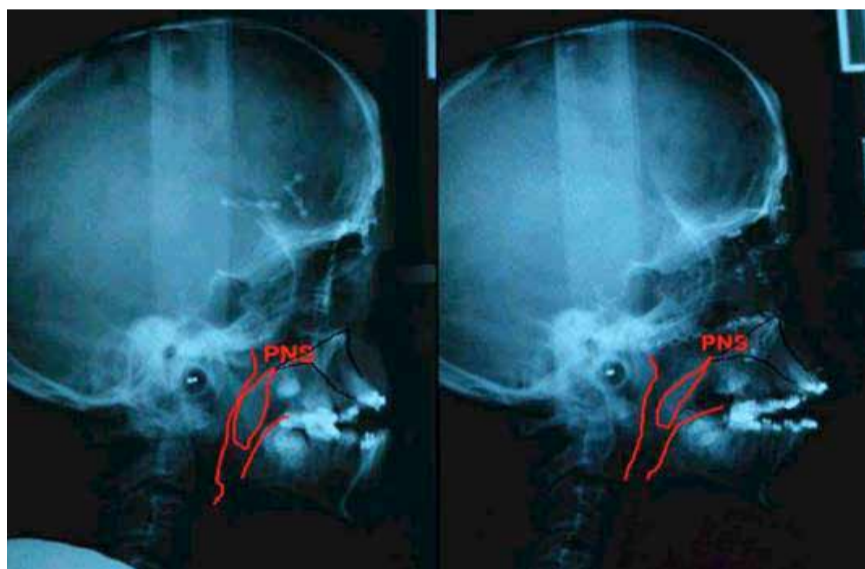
Alla teleradiografia latero-laterale si può notare lo spazio ridotto a livello delle vie aeree superiori e, accanto, l'aumento dello stesso dopo avanzamento con Le Fort III.
